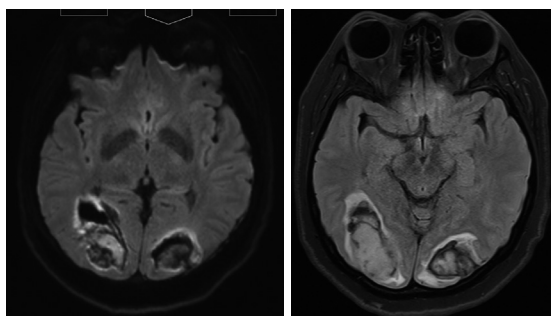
Follow up Brain Magnetic Resonance Imaging taken on November 28th of Year X; There are no findings suggestive of other intracranial neurological abnormalities such as brain tumors or infarction.
